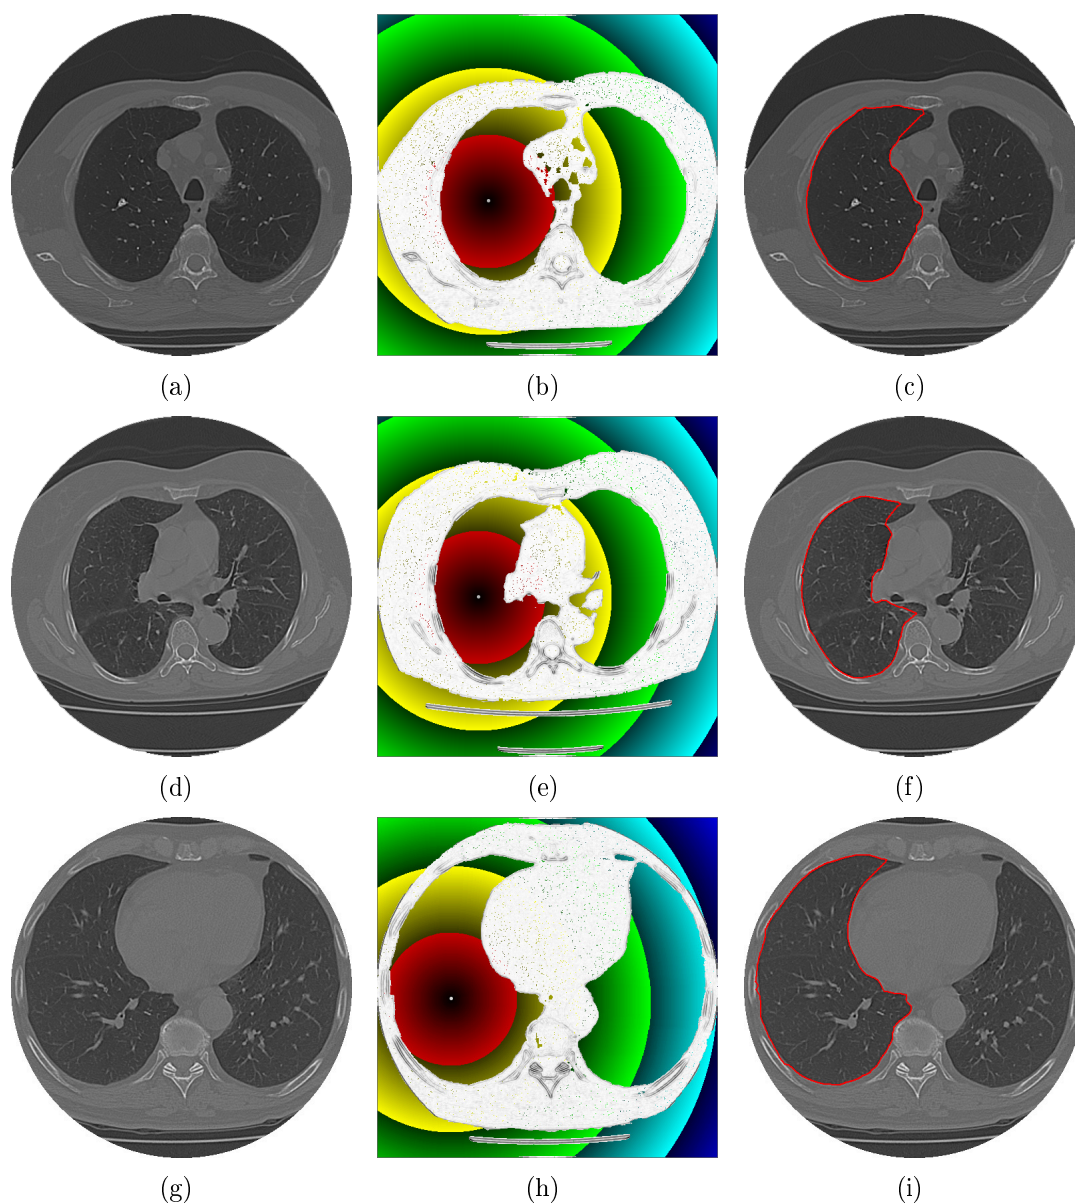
análise de erros encontrados na segmentação do pulmão esquerdo em imagens de TC: a nível de ápice a) imagem original, b) energia crisp e balão da imagem e c) segmentação errônea; a nível de hilo d) imagem original, e) energia crisp e balão da imagem e f) segmentação errônea; a nível de base g) imagem original, h) energia crisp e balão da imagem e i) segmentação errônea.
